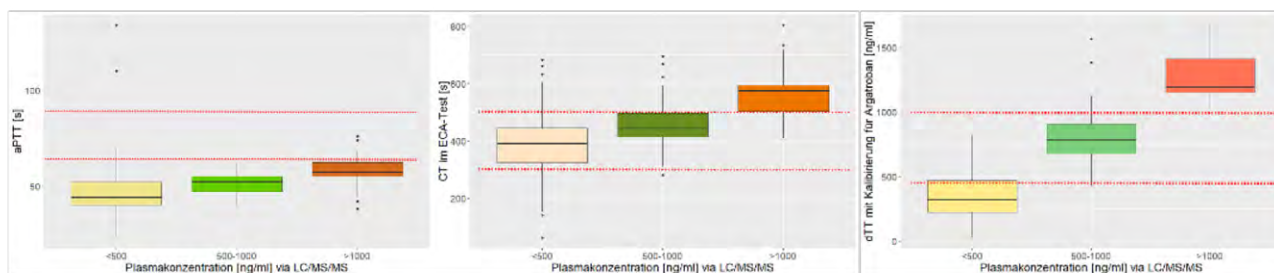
Box Plots zum Vergleich von aPTT, ecarin clotting Zeit (CT ECA-Test) und dTT zu klinisch relevanten Wirkspiegelbereichen von Argatroban
